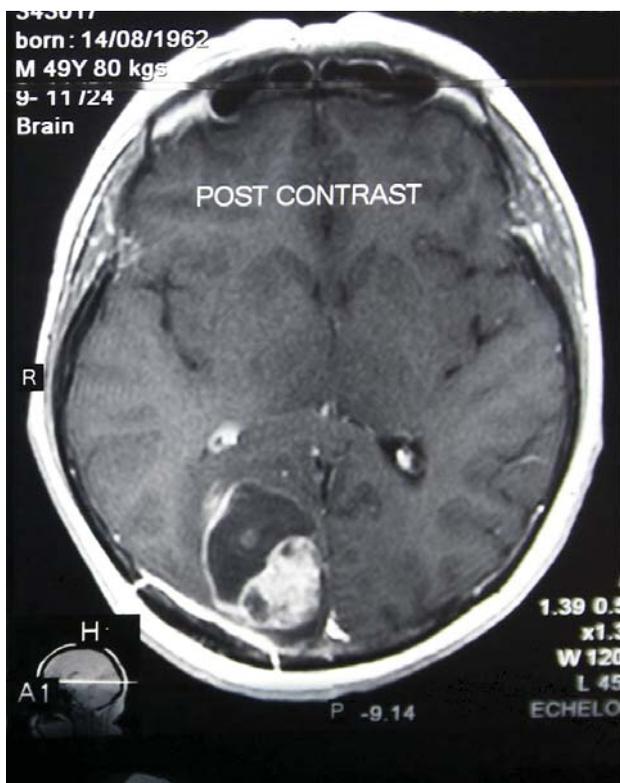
МРТ головного мозга (а, б). В правой затылочной доле головного мозга на фоне послеоперационных изменений определяется метастаз солидно-кистозного строения
